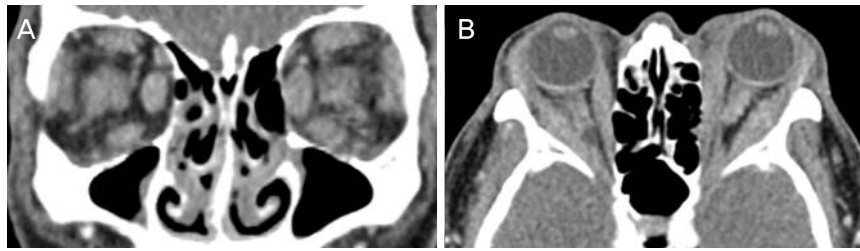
Orbit computed tomography of the patient after 1 month of azathioprine withdrawal. (A) Coronal scan shows aggravation of enlargement of all extraocular muscles in both eyes. (B) Axial scan shows diffuse enlargement of bilateral lacrimal glands and extraocular muscles including tendon.
